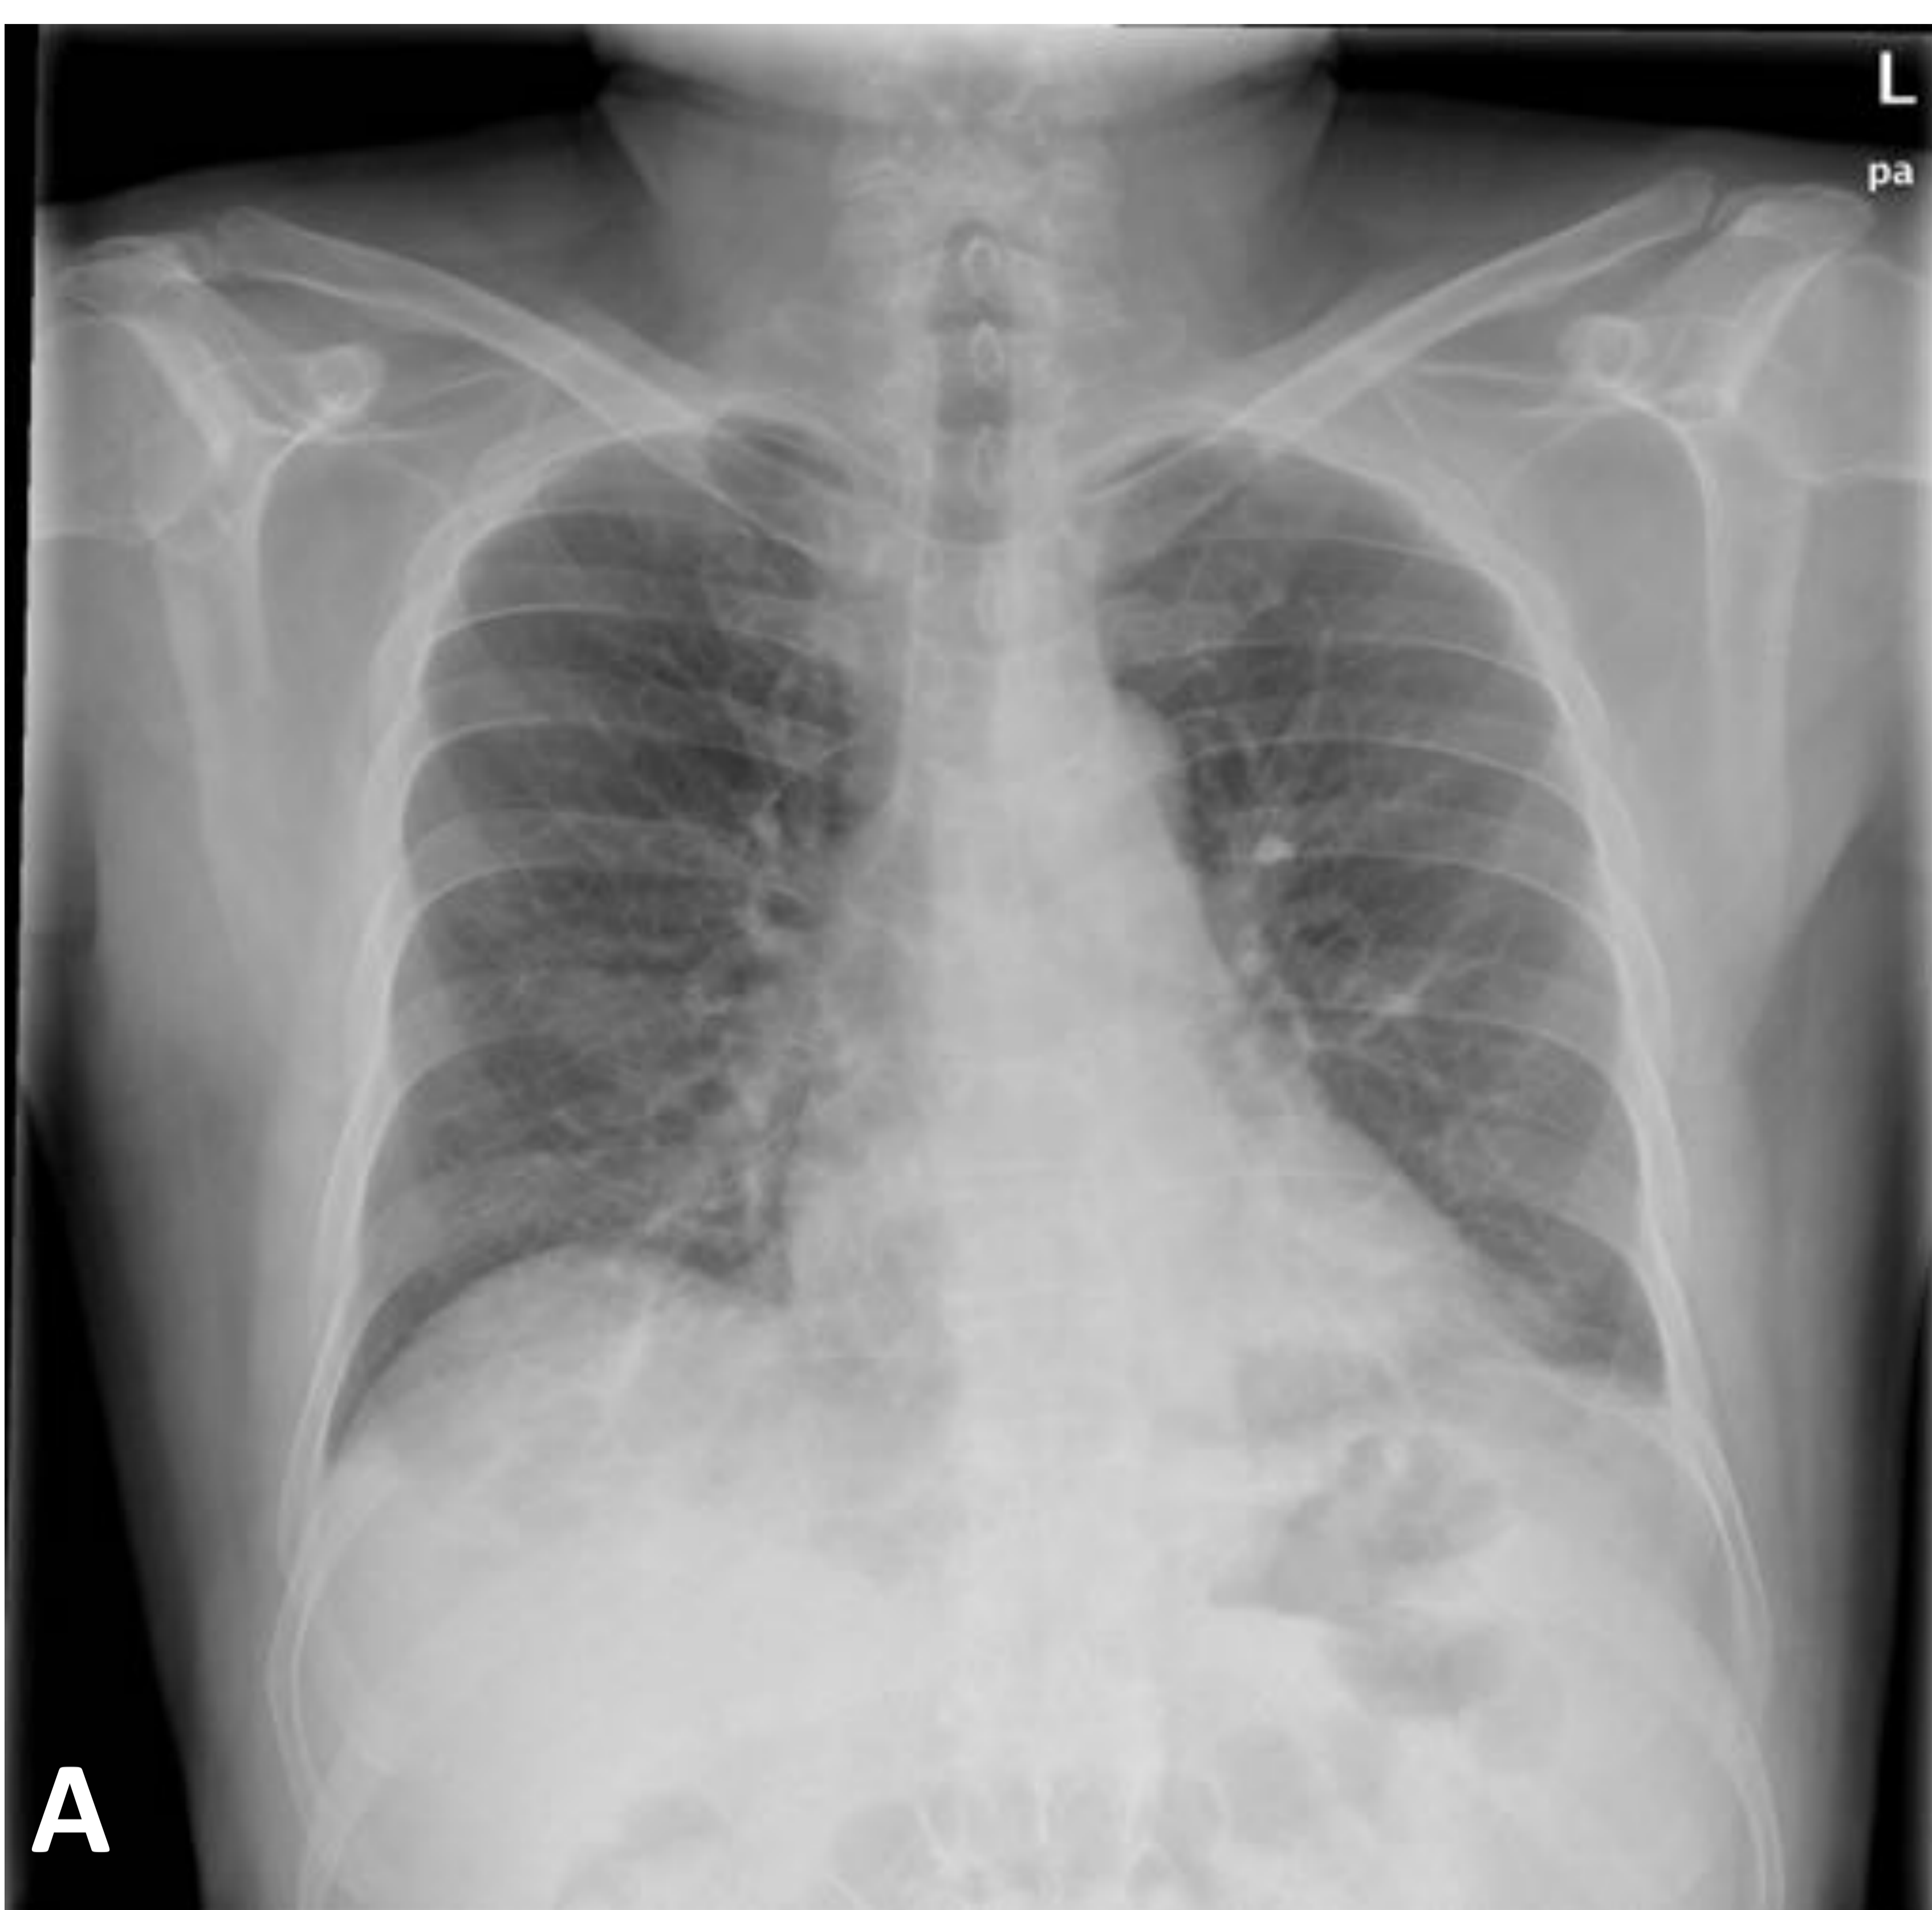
Tromboembolismo pulmonar bilateral. Varón 62 años, dolor dorso-lumbar predominio derecho, se solicitó TC toráco-abdominopelvico con civ. A) y B) Rx de tórax PA y lateral. Opacidad alveolar periférica proyectada sobre seno costofrénico posterior en Rx lateral. Peor visualizada en Rx PA en localización subdiafragmática y seno costofrénico lateral izquierdo. C) y D) TC torácica ventana de pulmón coronal y axial, lesión con signo del halo invertido o “atolon” (infarto pulmonar) y banda parenquimatosa (atelectasia subsegmentaria) basalizquierda. E) y F) TC ventana mediastino axiales, defectos de repleción en arterias segmentarias en ambos lóbulos inferiores.
